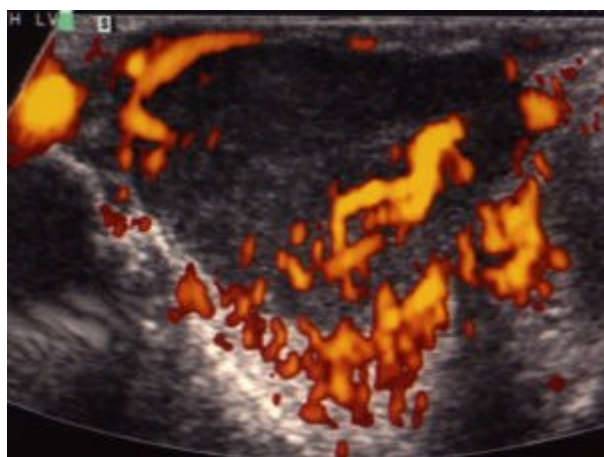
Signalverstärkte (= nach Levovistgabe) amplitudenkodierte (= Power-) Farbdopplersonographie.
